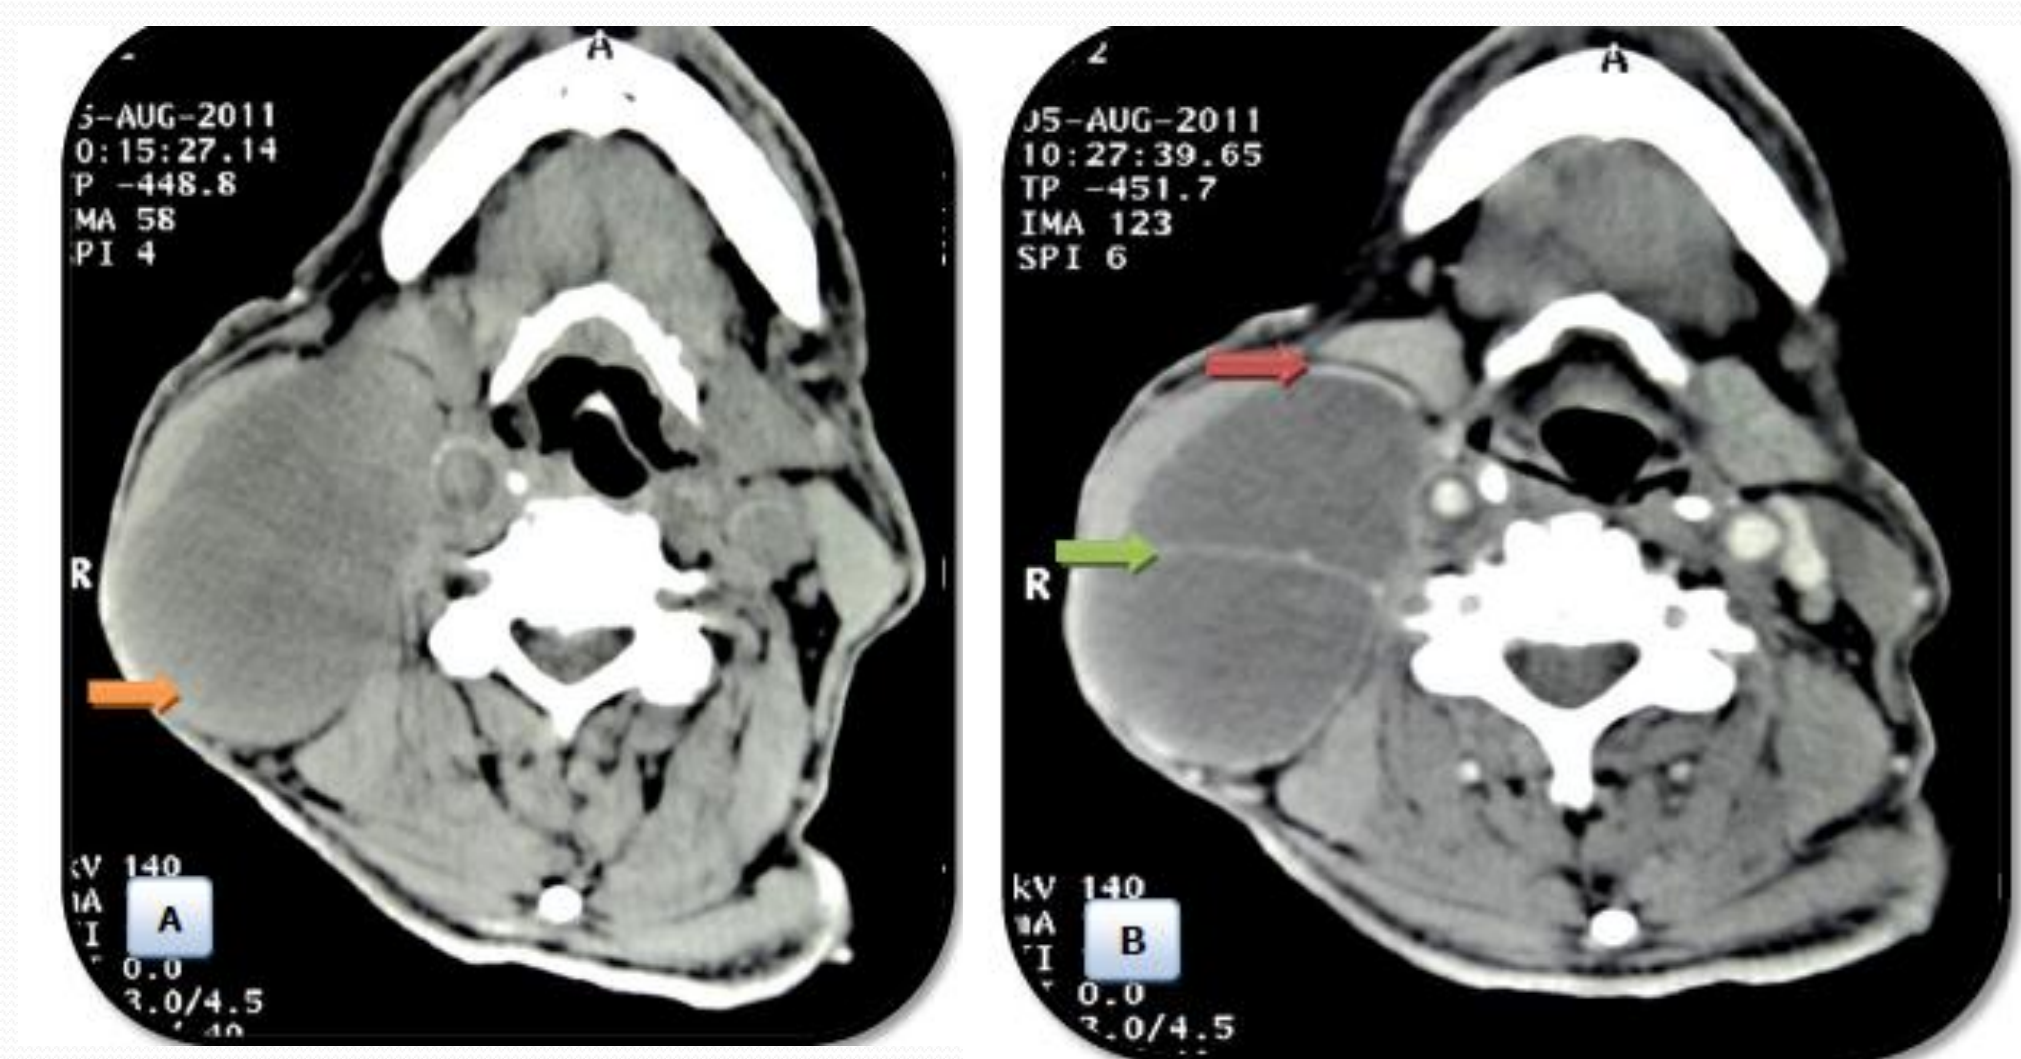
TDM cervicale sans (A) et avec (B) injection de PDC: Métastase kystique d'un carcinome papillaire de la thyroïde (A) multicloisonnée avec rehaussement des cloisons et de la capsule périphérique après injection de PDC (B) avec rehoulement en dehors du muscle sterno-cléido-mastoïdien et en avant de la veine jugulaire interne qui est comprimée (B).
